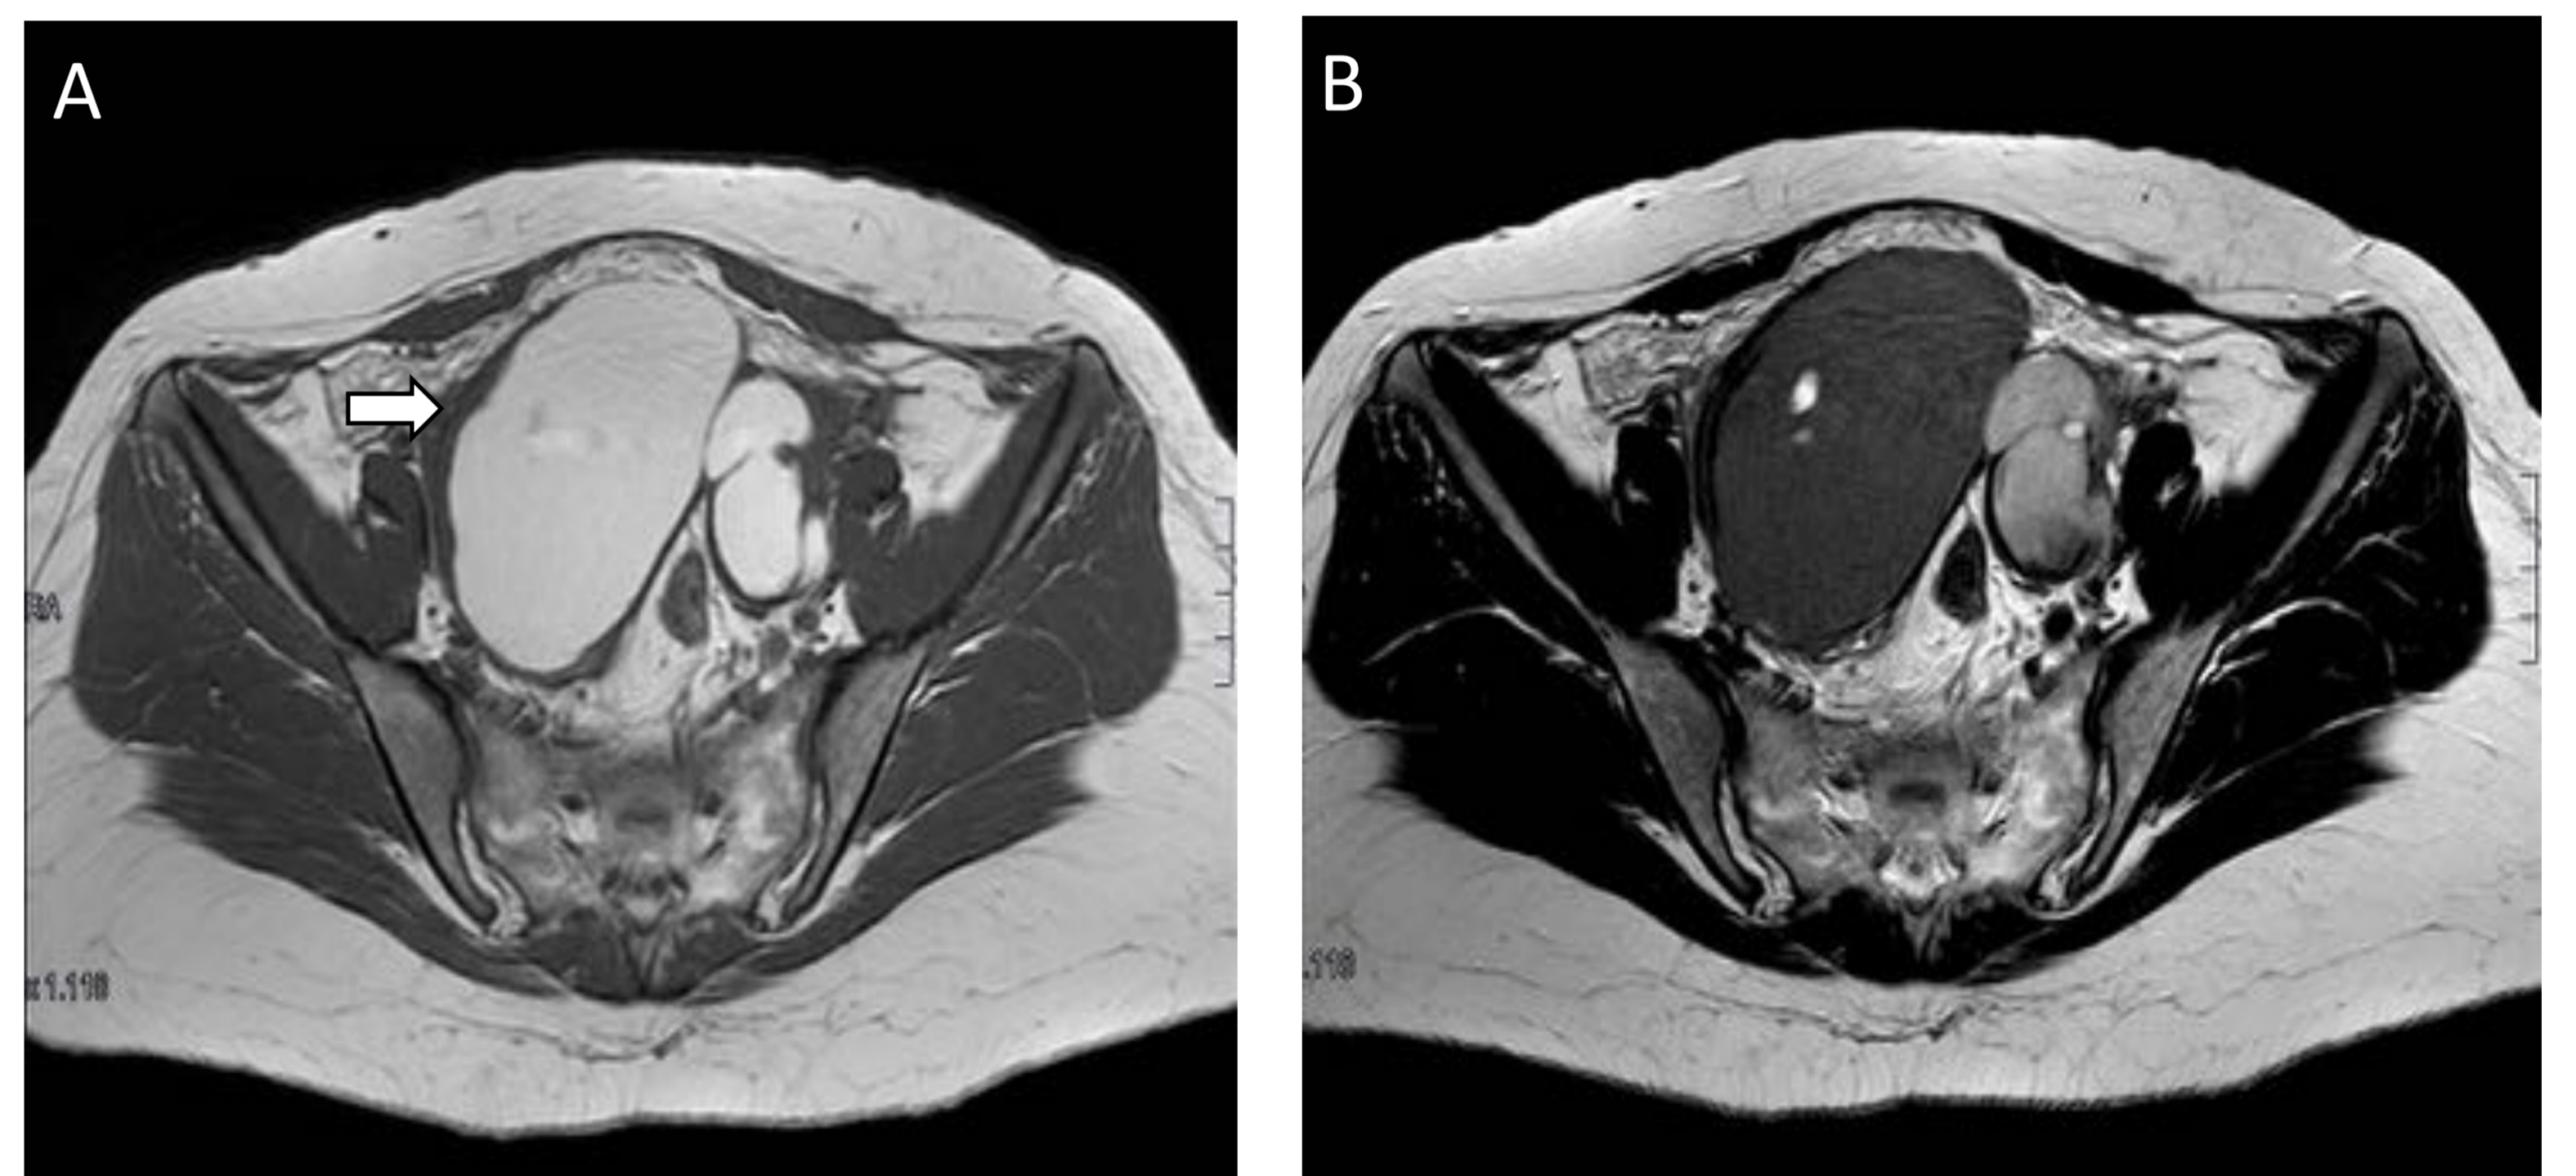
Endometriomas. A) Secuencia de RM potenciada en T1 que muestra grandes lesiones quísticas de alta señal. B) Secuencia de RM potenciada en T2 que muestra caída de la señal de las lesiones quísticas pélvicas. Este fenómeno de "shading" o sombreado en T2 se produce por la alta viscosidad de la hemorragia recurrente dentro del quiste.
